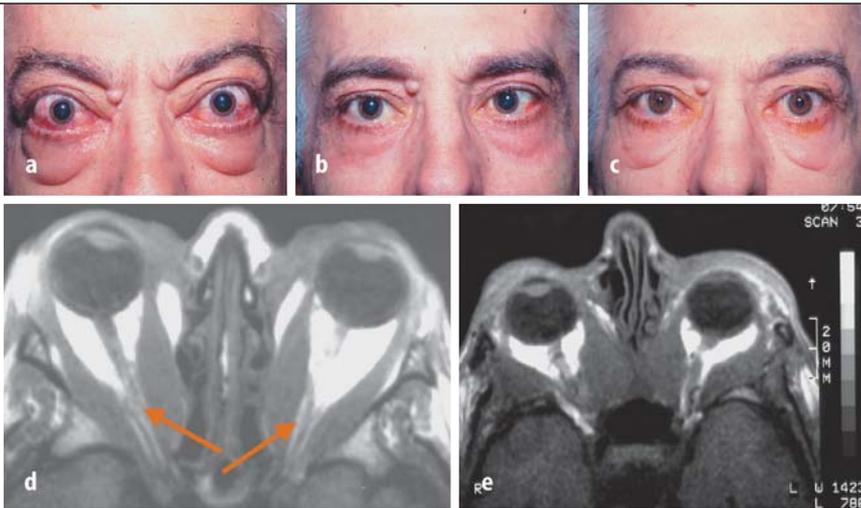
e ▲ Patient vor (a), nach der Orbitadekompression (b) und nach der Schieloperation (c); MRT des Patienten vor (d) und nach (e) der 3-Wand-Dekompression bei Optikuskompression beidseitig. Der Prolaps des Mm. recti medialis in die Siebbeinzellen verursacht eine Verschlechterung der Abduktion und dadurch ein Innenschielen
